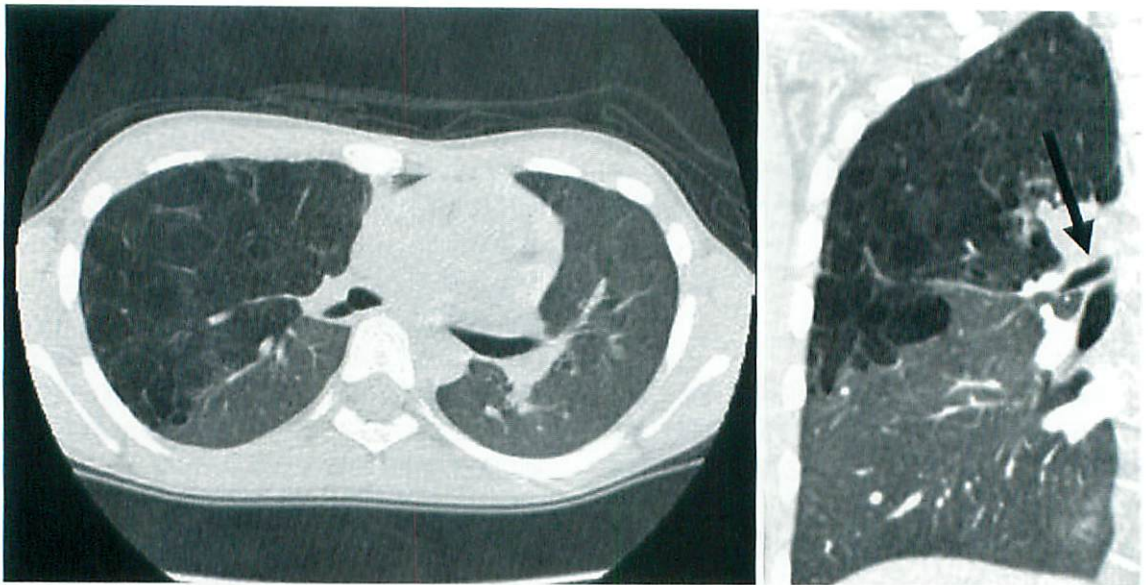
Chest CT scan of Case 1
